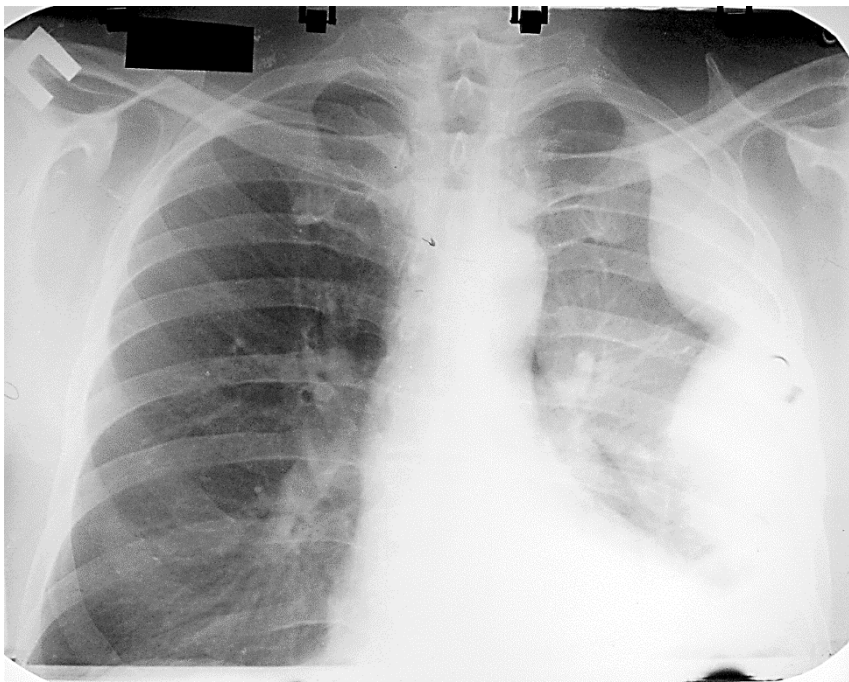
Оглядова рентгенограма. Одинадцятий тип рентгеноморфологічного синдрому плеврального випоту
